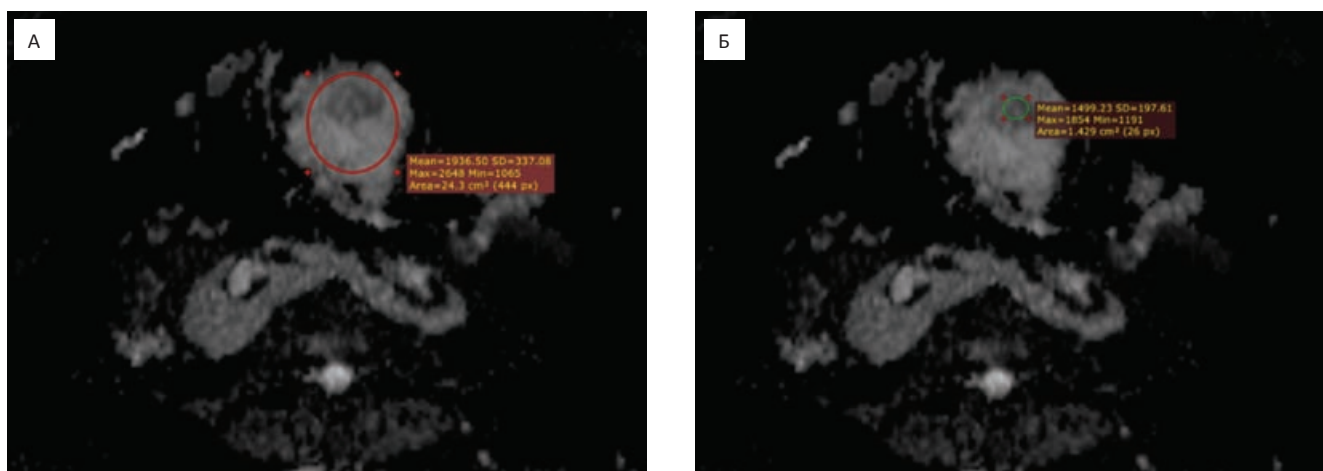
Аксиальные МР-томограммы абдоминальной области. А — среднее значение ИКД ($\times 10^{-6} \text{ мм}^2/\text{с}$) во всем новообразовании; Б — среднее значение ИКД ($\times 10^{-6} \text{ мм}^2/\text{с}$) в области максимального ограничения диффузии новообразования
